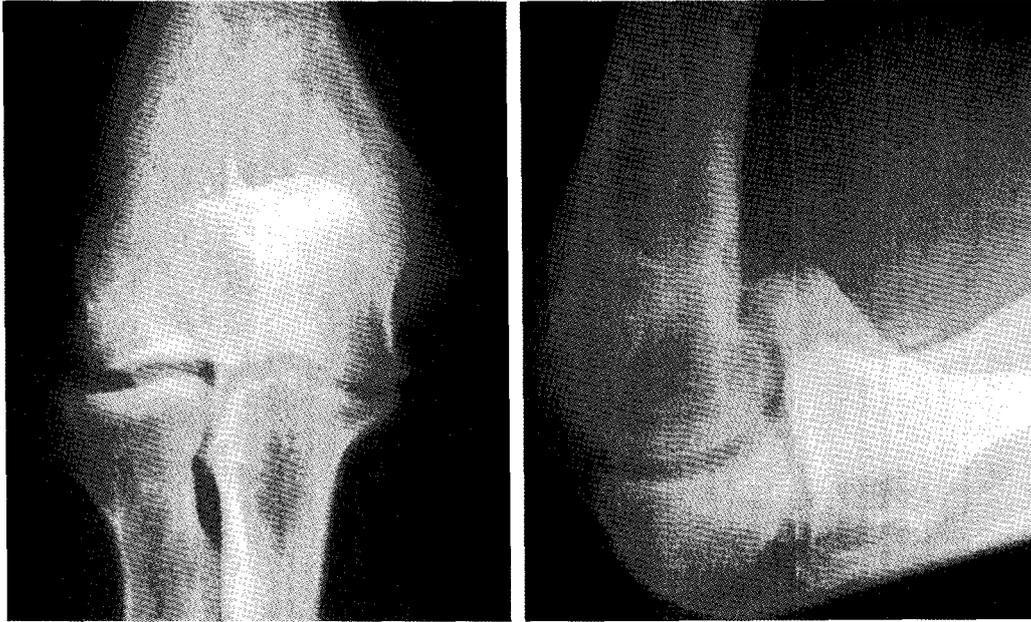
Rt. AP and lateral radiograph of the baseball player's elbow in high school, 18 years old, shows the loose body and hypertrophy of right medial epicondyle.
